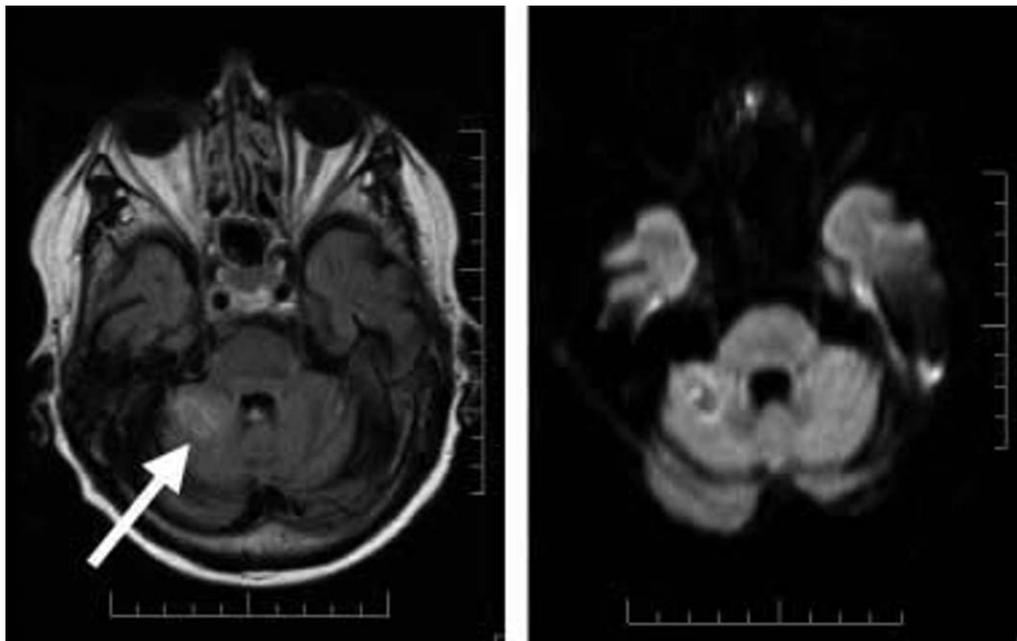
IRM d'un accident vasculaire cérébelleux. La flèche indique une petite lésion hémorragique.
